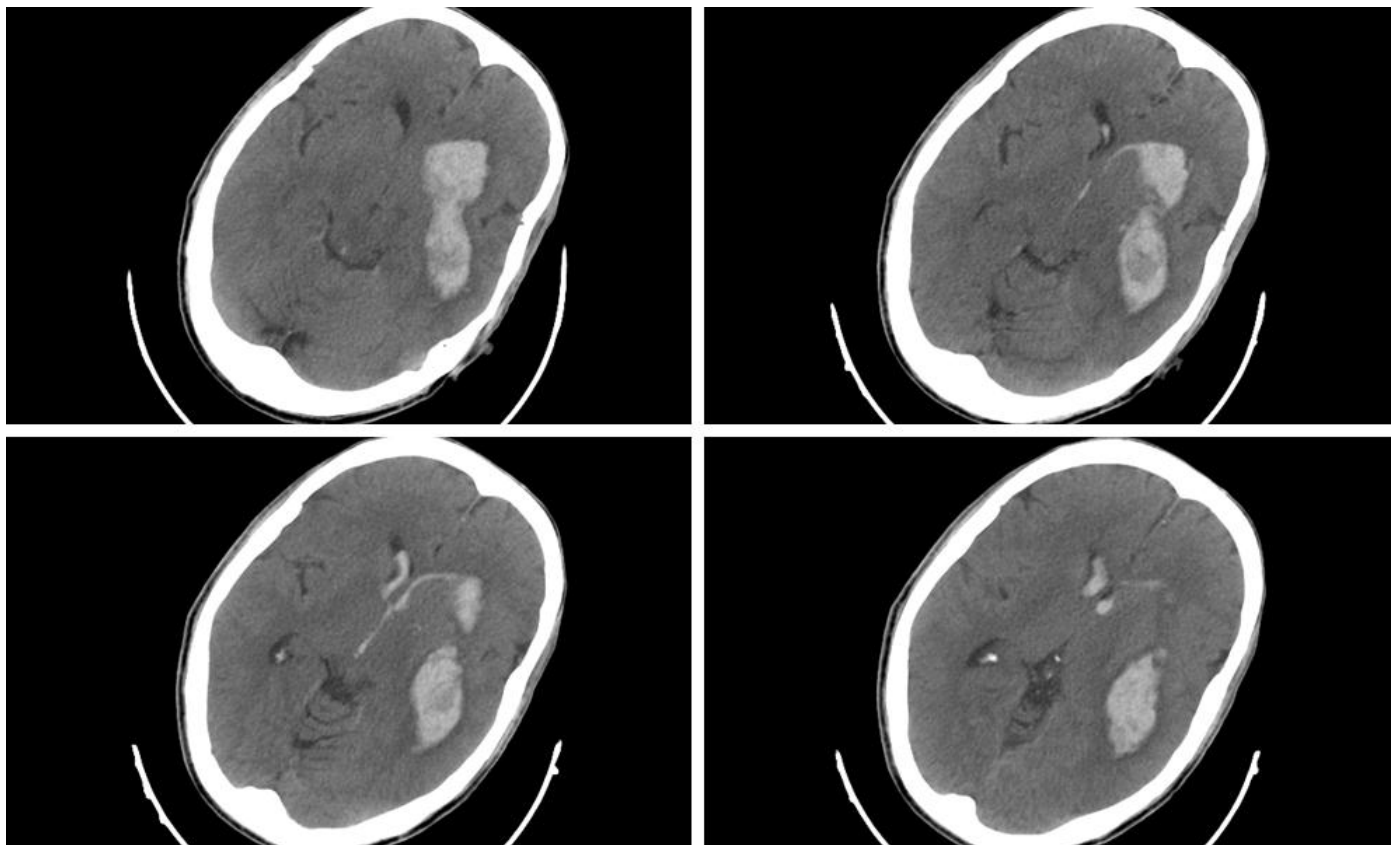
TDM cérébrale initiale, en coupes axiales sans contraste, montrant un volumineux hématome intracérébral fronto-temporal gauche avec inondation ventriculaire
